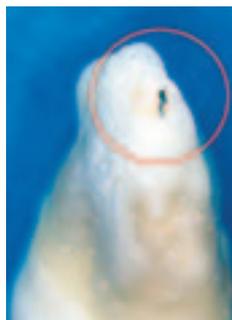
Die Röntgenaufnahme täuscht die exakte Feilenposition vor ... – Abb. 6: ... aber der extrahierte Zahn weist eine Perforation auf. – Abb. 7: Raypex 5 Apexlocator (VDW, München).
